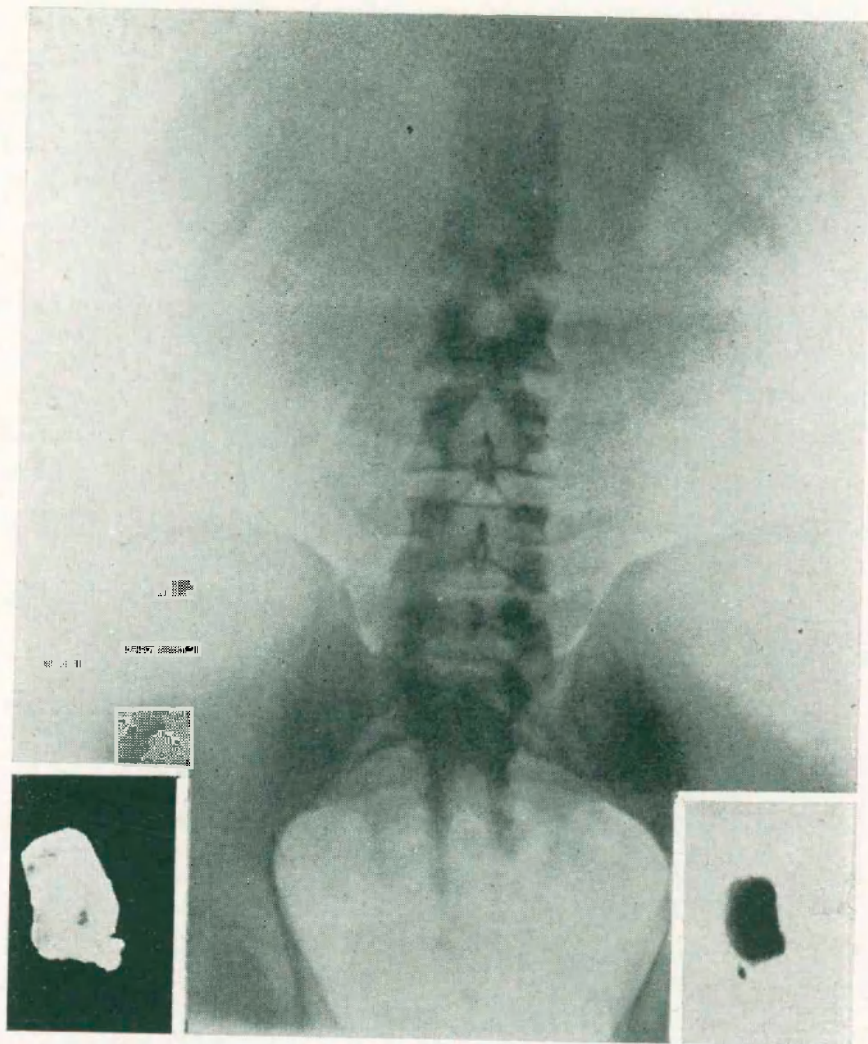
Observación III. — *Radiografía simple reno-ureteral*. No se observa ninguna sombra patológica. Riñón derecho aumentado de tamaño.
